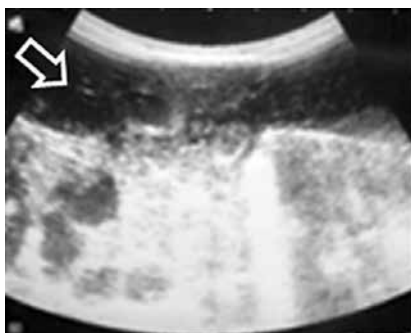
Aspect ecografic la vârsta de 2 săptămâni de viață a copilului. Semnul „double bubble”.
